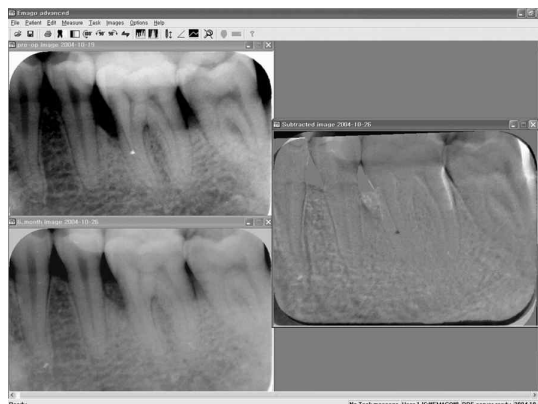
Digital subtraction radiography using DSR program(Emago/advanced v3.42)
